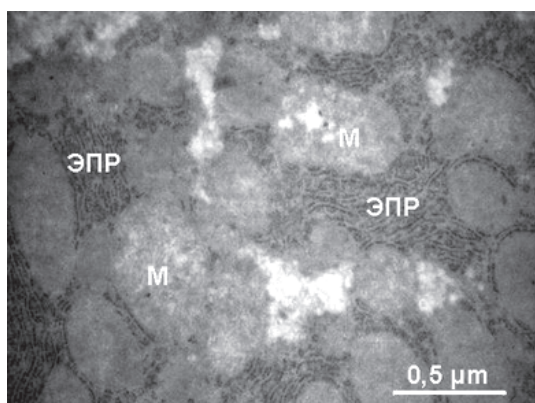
Ультраструктура фрагмента гепатоцита после 24-часового гипотермического хранения печени в сахарозосодержащем растворе и последующей нормотермической реперфузии: М – митохондрии; ЭПР – эндоплазматический ретикулум
